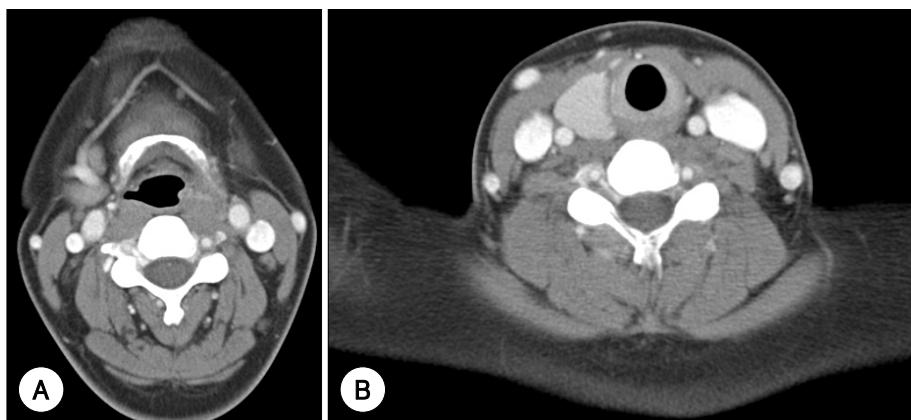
Axial CT scan(case 3) with contrast enhancement showing asymmetrical wall thickening of left piriform sinus and swelling of left aryepiglottic fold(A) and no normal thyroid tissue on the left sided and the isthmus(B).
